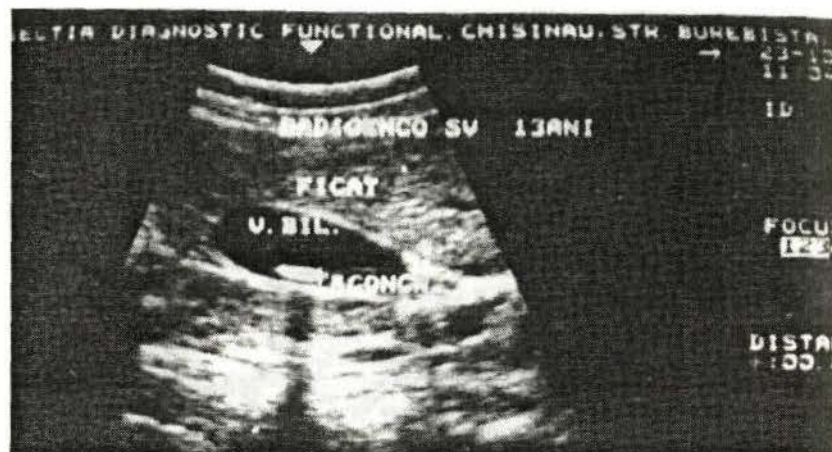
Sonograma veziculei biliare. În veziculă se depistează un concrement cu ecogenitate sporită și conul acustic.
